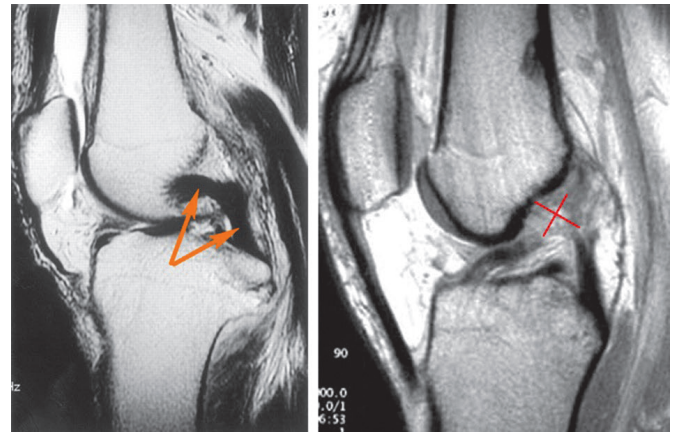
МРТ ушкодження проксимальної частини ПСЗ.
